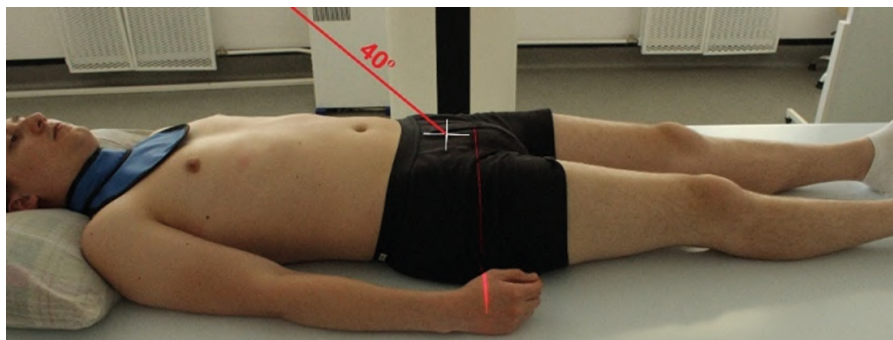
Рентгенография костей таза и тазобедренных суставов.
